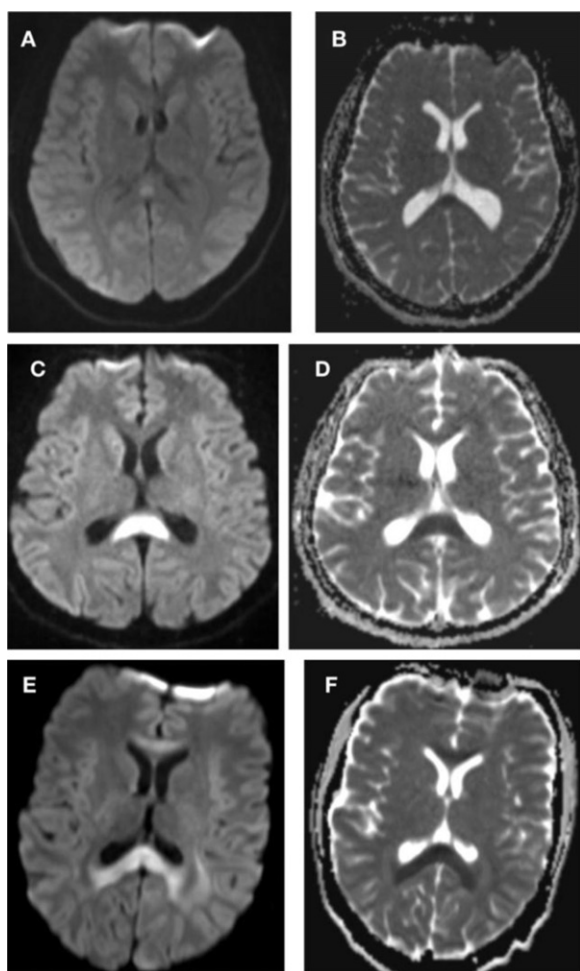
IRM en coupe axiale en séquence diffusion avec cartographie ADC illustrant tous les types de lésions du CC : type 1 (A, B) : lésion ovoïde de la ligne médiane du SCC. Type 2 (C, D) : lésion du SCC s'étendant latéralement. Type 3 (E, F) lésion atteignant la totalité du CC.
